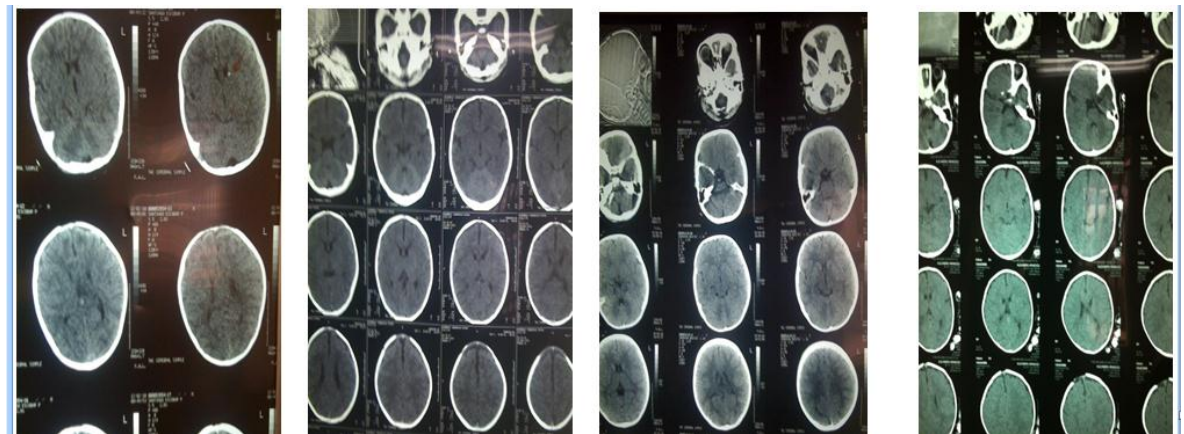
Tomografía cerebral de niños con TC, con tratamiento prenatal.
